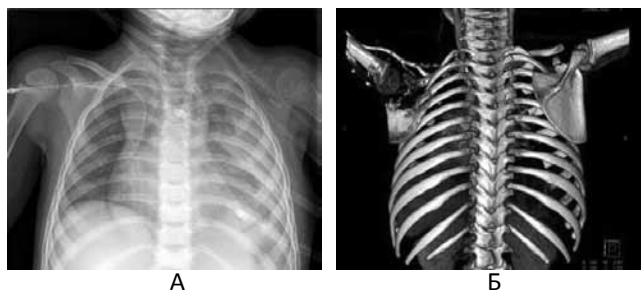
Дівчинка Б., 2 роки. Синдром Горам–Стаут: А – оглядова рентгенограма органів грудної клітки, ліва ключиця не візуалізується, Б – КТ, 3D-реконструкція: остеолізис, що охоплює лопатку, грудику, верхні ребра
